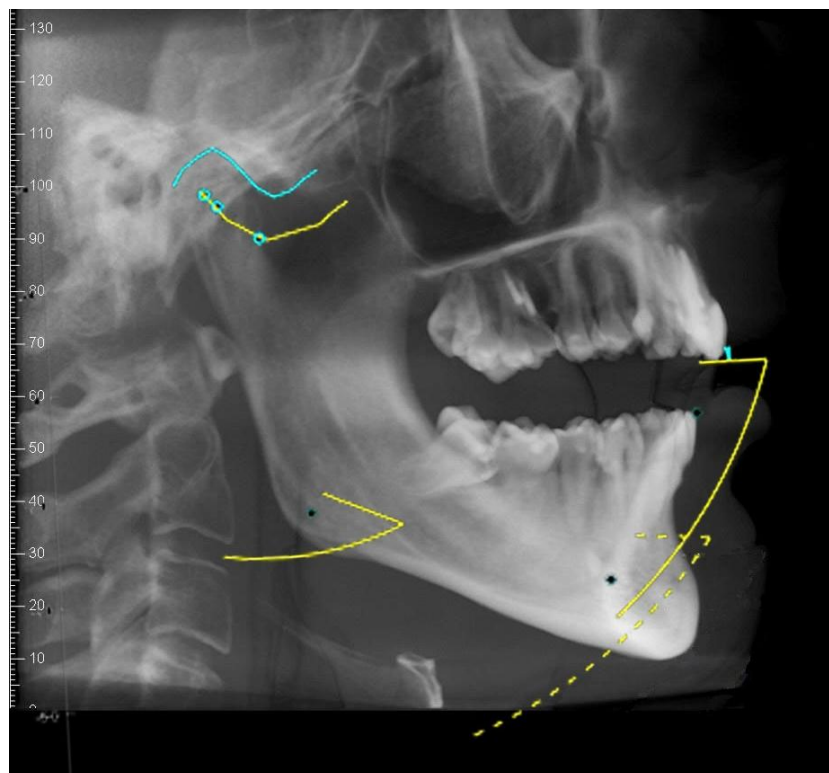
Curvas de contacto y anterior para el caso real de la radiografía. Con puntos negros se representan los puntos seleccionados y en amarillo las curvas correspondientes.
